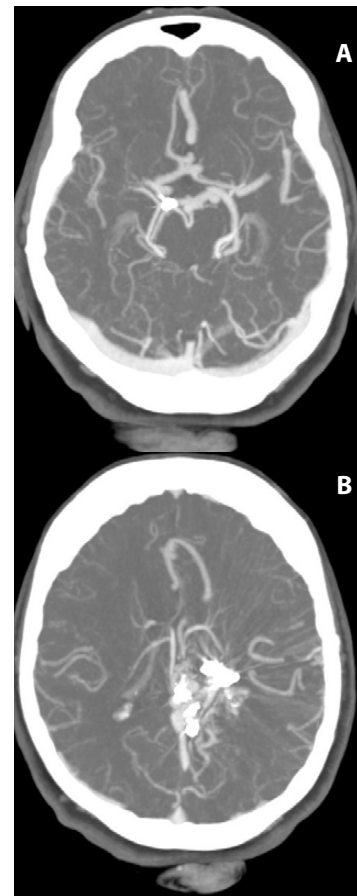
Angio-TAC de cerebro muestra clip metálico con importante artefacto, aparenta estar ubicada en arteria carótida interna derecha, arteria carótida interna izquierda tortuosa y dilatada, asimetría de arterias cerebrales anteriores, la izquierda de mayor calibre, ACM's* normales; 2B. Aneurisma segmento P1 arteria cerebral posterior izquierda de 4.4 x 6.7 mm, cuello mide 4 mm. Ambas ACoP ausentes o hipoplásicas como variante anatómica.
